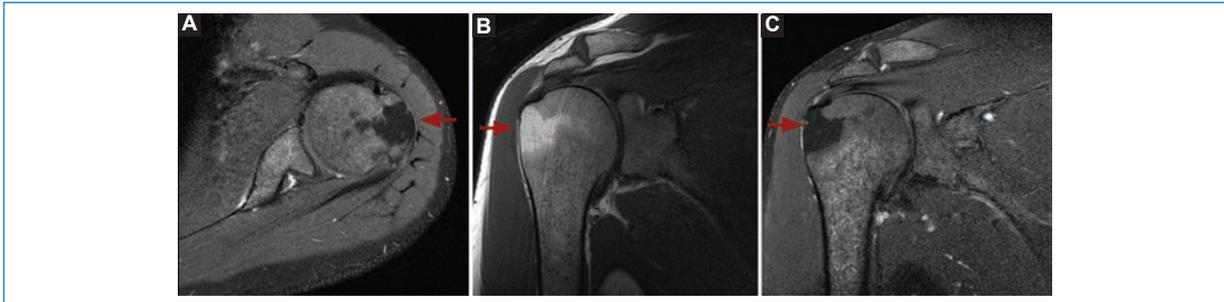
Varón de 38 años con antecedente de mastocitosis sistémica y diagnóstico imagenológico de infiltración difusa de médula ósea con área focal respetada en el macizo apofisario humeral. A: resonancia magnética (RM), imagen ponderada en T1, plano axial FAT-SAT sin contraste, que muestra un foco de señal adiposa (flecha) en el macizo apofisario del húmero proximal que contrasta con la alteración de la señal en forma difusa del resto de la cintura escapular, secundaria a infiltración mastocitaria. B: imagen de RM ponderada en T1 en plano coronal. C: imagen de RM ponderada en T1 FatSat con contraste en plano coronal. No se observa realce de la lesión tras la administración de contraste intravenoso.
